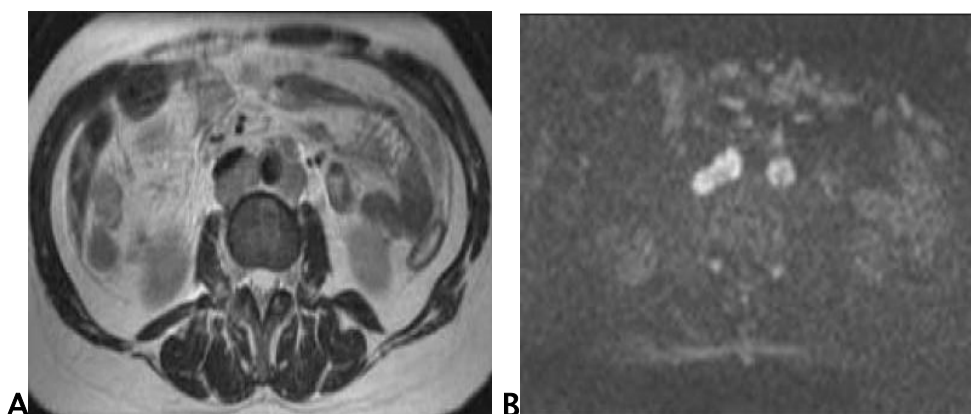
Intérêt de l'IRM de diffusion pour la détection des ADPS abdomino-pelviennes. A. Axial T2 montrant de volumineuses ADPs rétro-péritonéales latéro-aortiques et latéro-cave en signal T2 intermédiaire ; B. Axial b1000 montrant l'hypersignal b1000 de ces ADPs, ce qui facilite leur détection [46].
